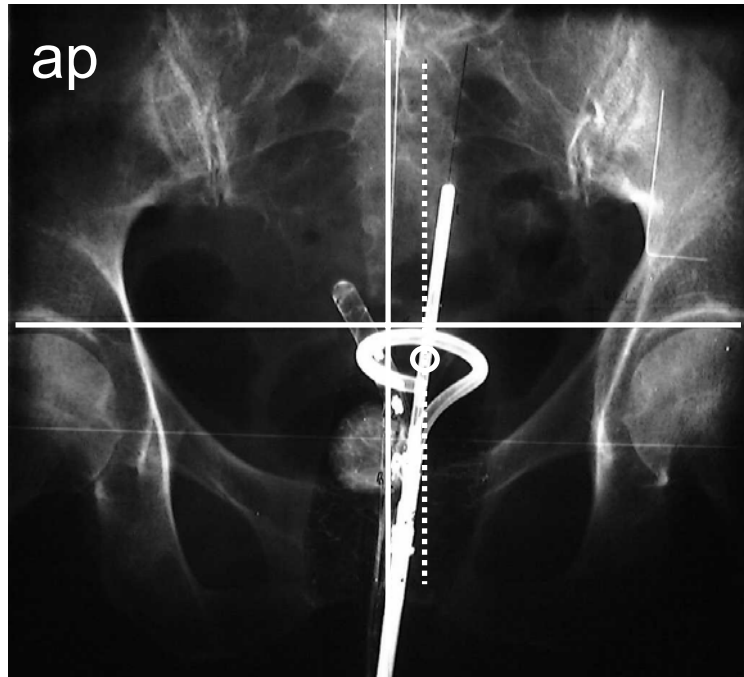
Orthogonale Röntgenaufnahmen nach Einlage eines intrakavitären Ring-/Stift-Applikators zur HDR-Brachytherapie. Die Aufnahmen dienen der Bestrahlungsplanung und zeigen den Applikator im Verhältnis zur Blasen- und Rektum-Meßsonde. Die Referenzlinien zur Messung der Applikatorlagevariabilität sind auf der ap-Aufnahme an der Hüftkopfoberkante sowie auf der seitlichen Aufnahme in Hüftkopfmitte markiert.
